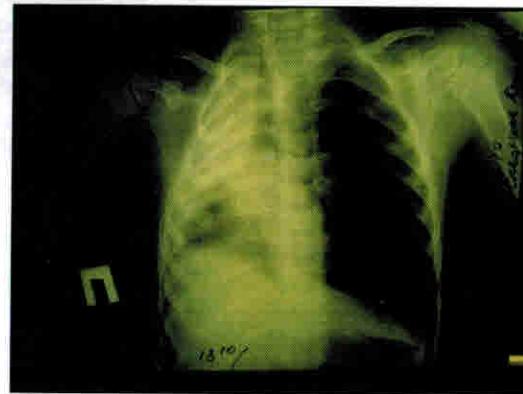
Рентгенограмма. Ателектаз правого легкого
